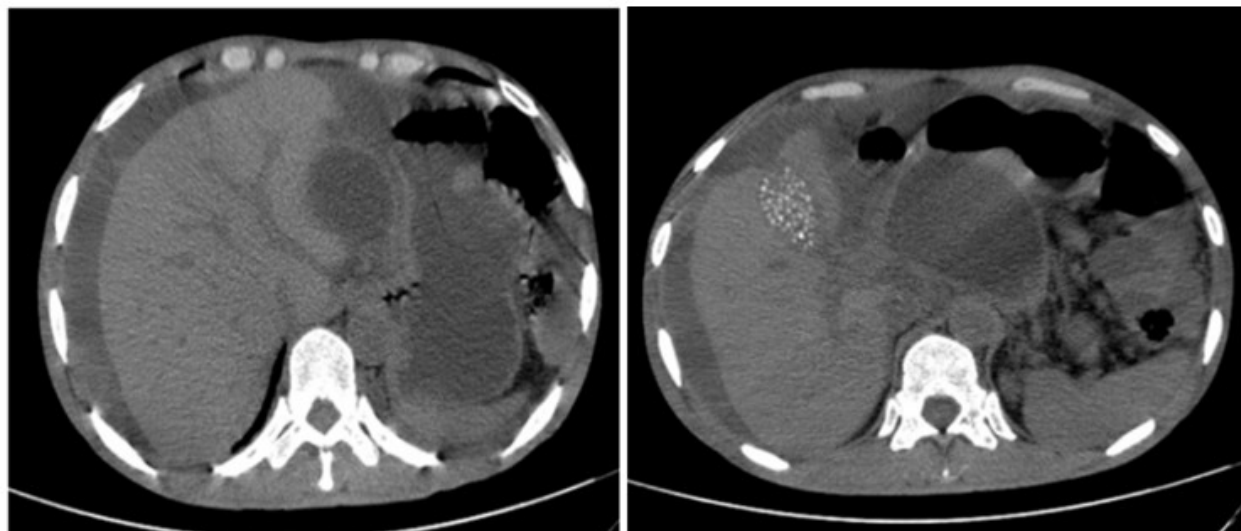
TAC de abdomen donde se observa pseudoquiste de páncreas, con líquido libre intrabdominal y litiasis vesicular.
